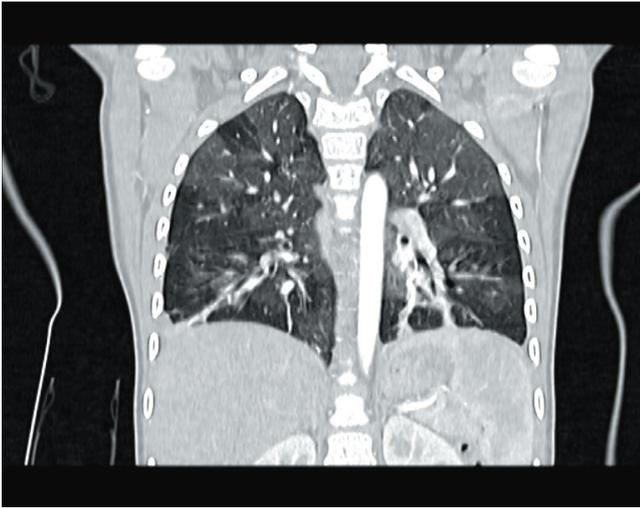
TC torace con mdc con quadro compatibile con bronchiolite obliterante
